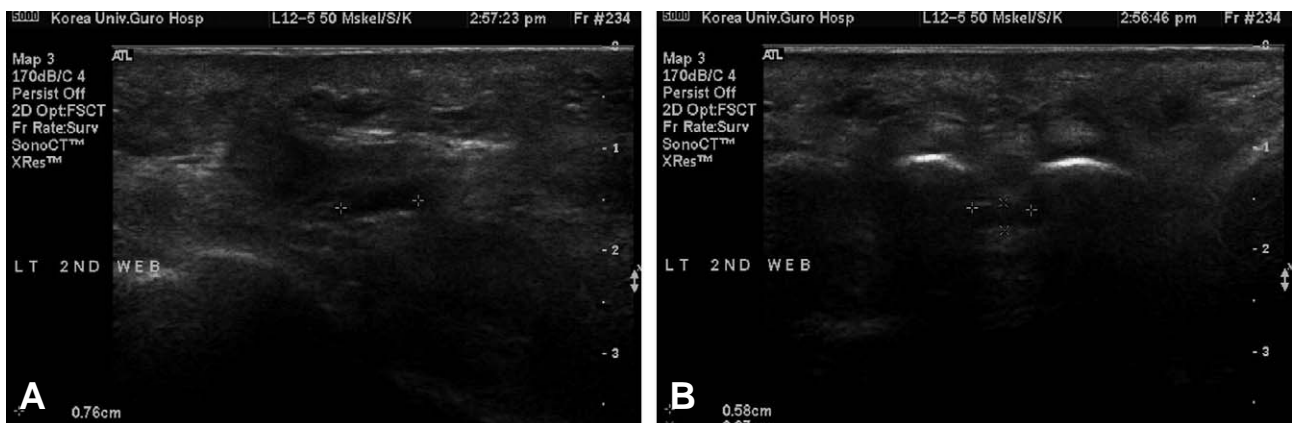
Size measurement method in Ultrasonography (A) Longitudinal diameter of Morton's neuroma in left 2nd web space (B) Transverse diameter of Morton's neuroma in left 2nd web space
